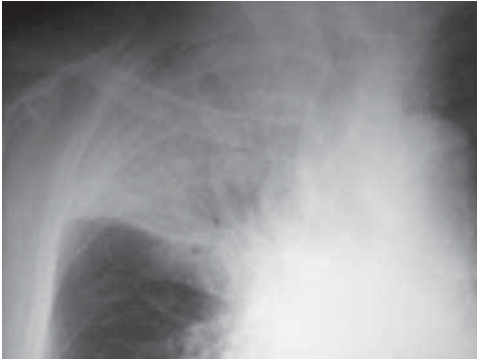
Neumonía lobar por neumococo. Radiografía PA de un paciente con fiebre, escalofríos y tos productiva mostrando una condensación alveolar con broncograma aéreo en el lóbulo superior derecho.
